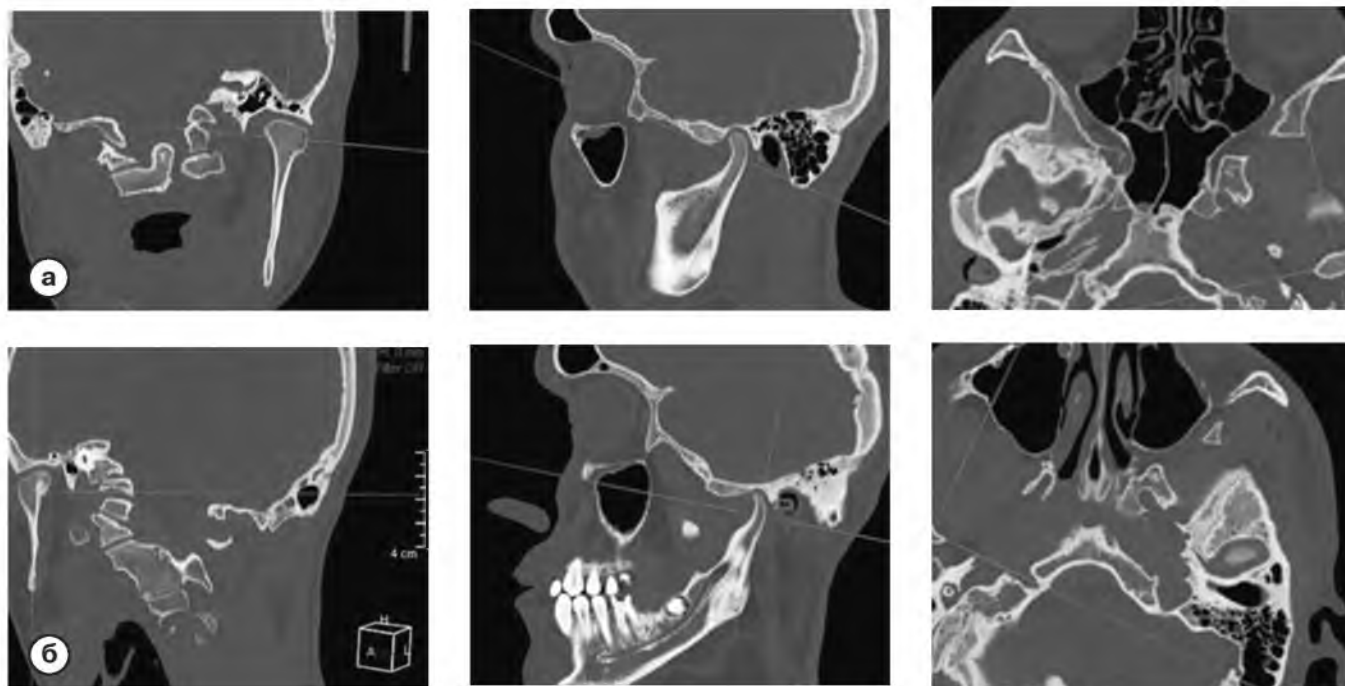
МСКТ ВНЧС, МПР, кососагиттальные проекции.
